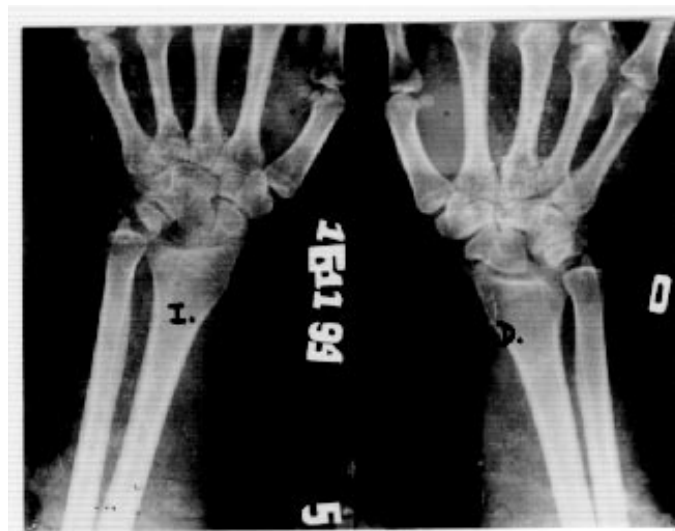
Radiografía posoperatoria AP de ambas muñecas. Obsérvese la realineación de los huesos del carpo.
